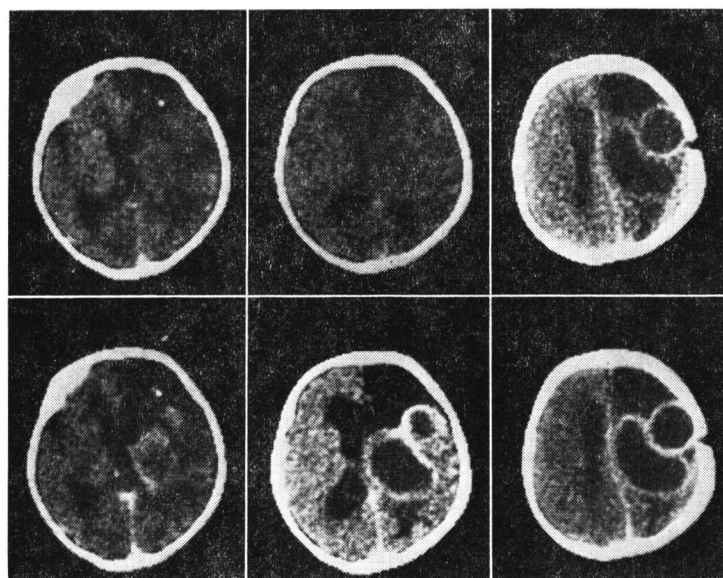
b upper part: plain CT lower part: enhanced CT
